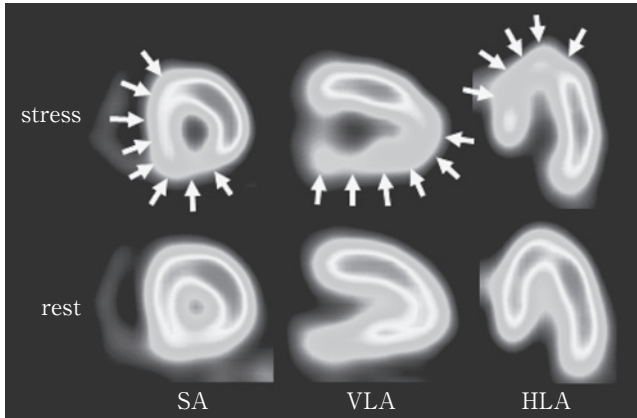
Exercise  $^{99m}\text{Tc}$  myocardial SPECT shows abnormal left ventricular myocardial perfusion in the territory of the LAD and RCA
